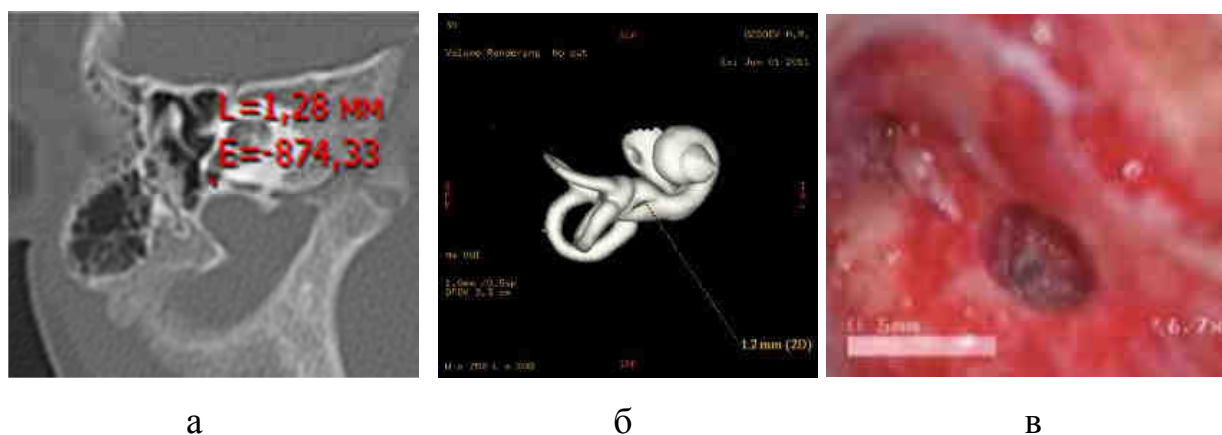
Измерение диаметра окна улитки, где а- на компьютерной томограмме, б- магнитно-резонансной томограмме, в- с помощью измерительной шкалы на экране операционного микроскопа
